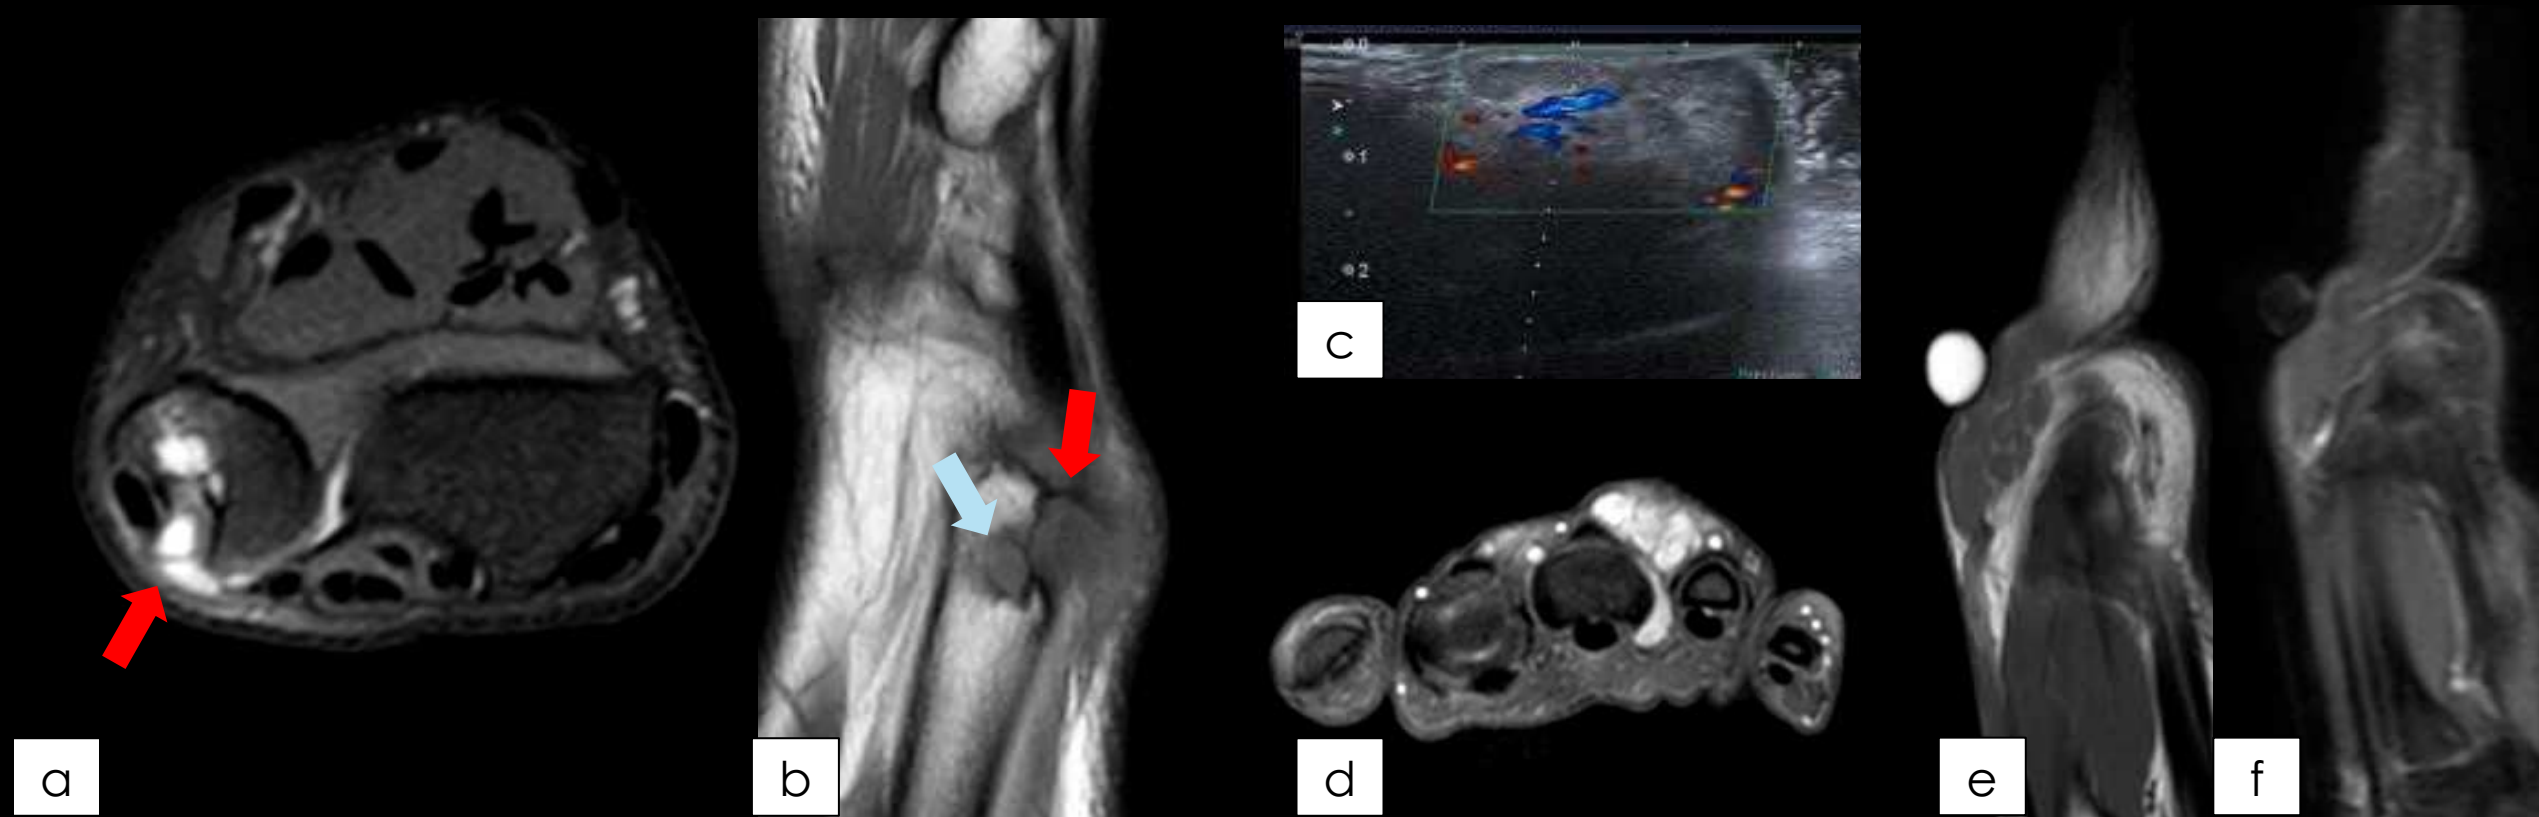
En ocasiones los gangliones pueden producir erosión ósea (sobre todo los periosteales e intraóseos), como se muestra en las imágenes (a) y (b). En (a y b) se muestra un estudio de RM del mismo paciente, el cual presentaba un ganglión adyacente al cúbito distal (flecha roja) que erosionaba al hueso y se acompañaba de otro ganglión intraóseo (flecha azul). Las imágenes (c, d, e y f) pertenecen a otro paciente, el cual presentaba un bultoma entre la 3ª y 4ª articulación metacarpofalángica. Esta lesión de morfología polilobulada y bien definida, localizada en el tejido celular subcutáneo(d), mostraba una señal hipointensa en T1 (e), y una muy tenue captación de contraste (f). En el estudio Doppler color (c) no se observó flujo en su interior, salvo una estructura vascular venosa periférica. Hallazgo compatible con malformación vascular de bajo flujo.
